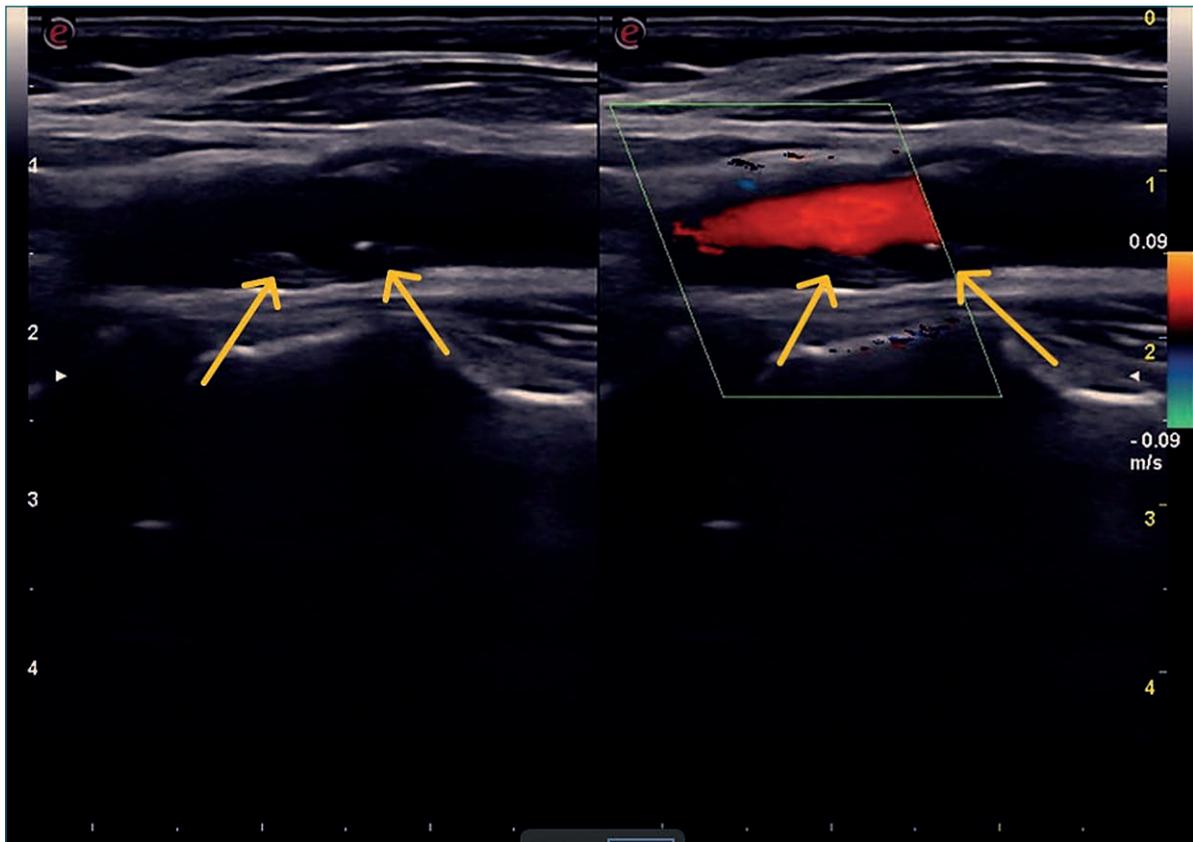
Correspondiente al Plis plas ECO se publica con consentimiento del paciente. Imagen ecográfica longitudinal de la carótida común derecha a la altura del bulbo, modo dual B + doppler color, donde se observan señaladas por las flechas amarillas la presencia de placas de ateroma
